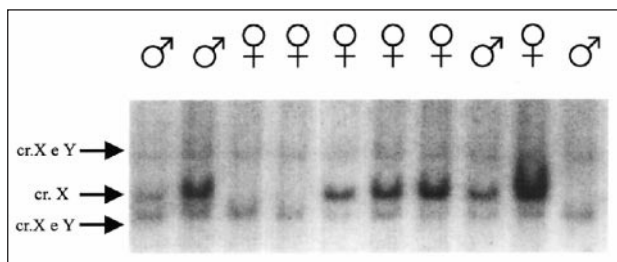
Autorradiografía de DNA hibridado con la sonda p2A7 en la que se demuestra que la misma reconoce secuencias del cromosoma X y el cromosoma Y.
